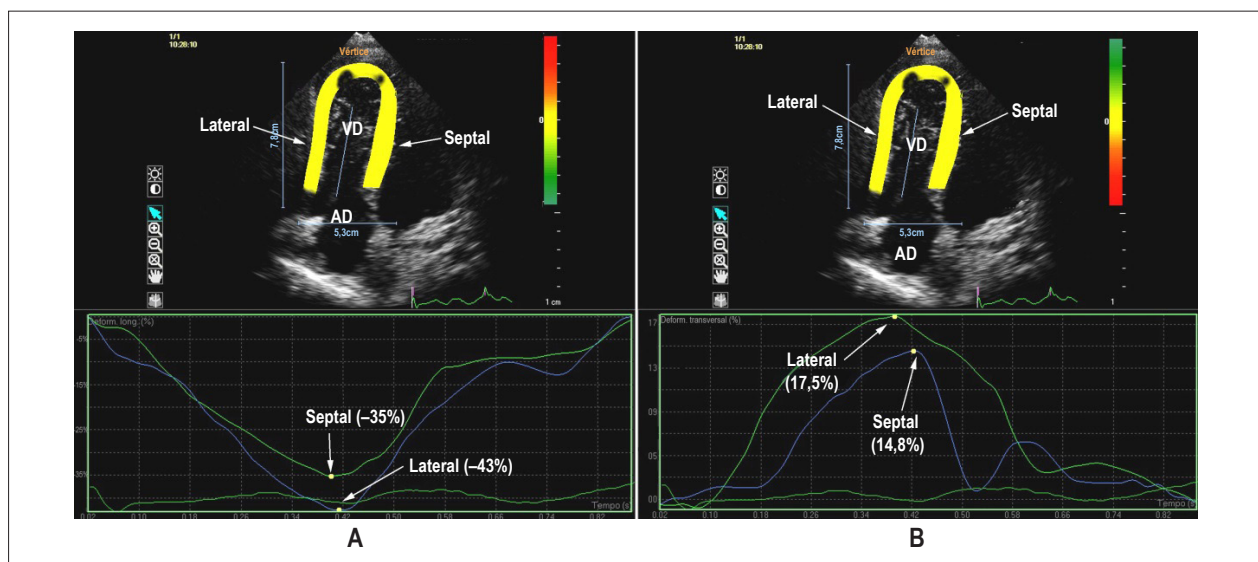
Ecocardiograma bidimensional obtido desde a posição apical em controle sadio. A – avaliação do *strain* longitudinal nas paredes lateral e septal do VD. B – avaliação do *strain* transversal nas mesmas paredes. VD: ventrículo direito; AD: átrio direito.
